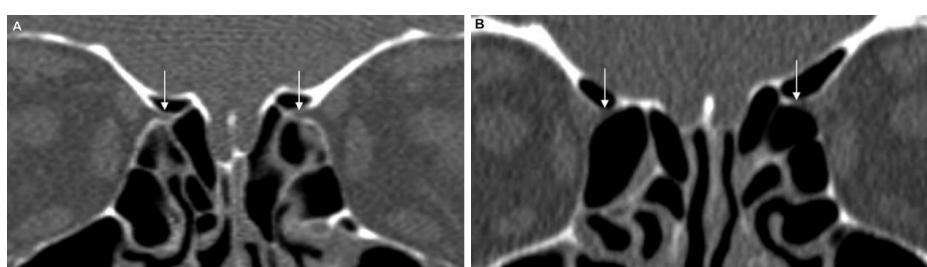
Koronal BT görüntüleri. A: Bilateral supraorbital hücre, B: Bilateral Haller hücresi (33).
